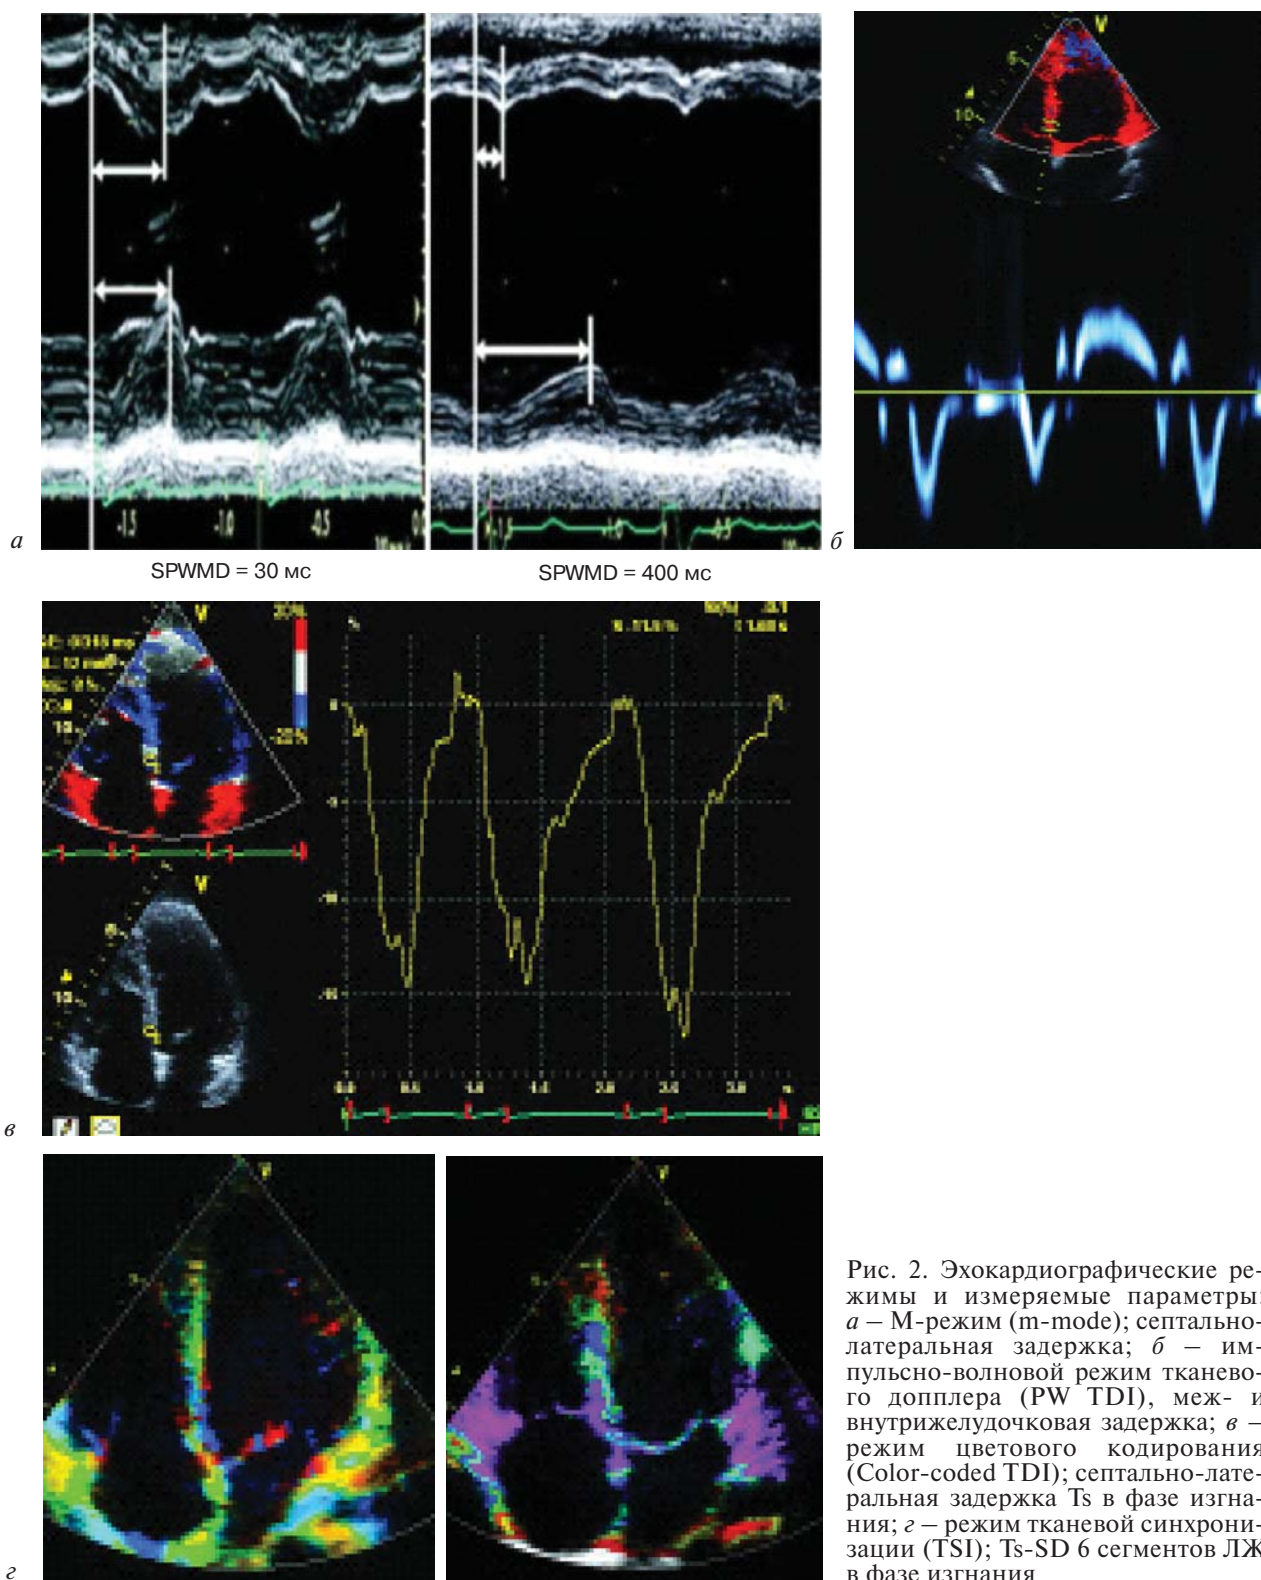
Эхокардиографические режимы и измеряемые параметры: *а* — М-режим (m-mode); септально-латеральная задержка; *б* — импульсно-волновой режим тканевого доплера (PW TDI), меж- и внутрижелудочковая задержка; *в* — режим цветового кодирования (Color-coded TDI); септально-латеральная задержка T_s в фазе изгнания; *г* — режим тканевой синхронизации (TSI); T_s -SD 6 сегментов ЛЖ в фазе изгнания
